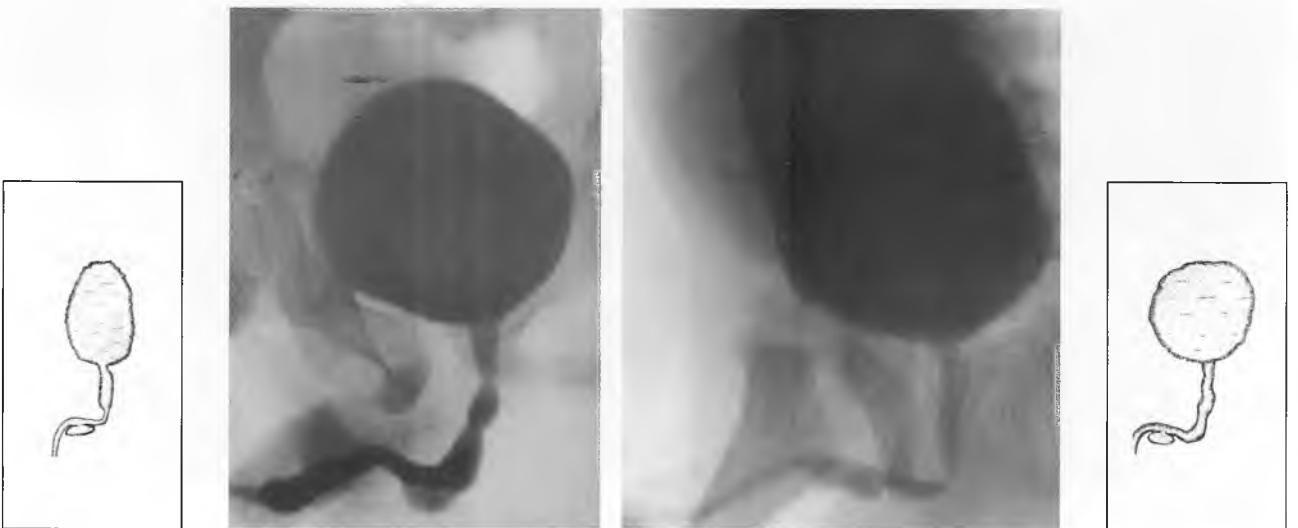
Микционные цистоуретрограммы (в момент мочеиспускания): на обеих рентгенограммах в проекции бульбозного отдела передней уретры видны заполненные контрастом дивертикулы
